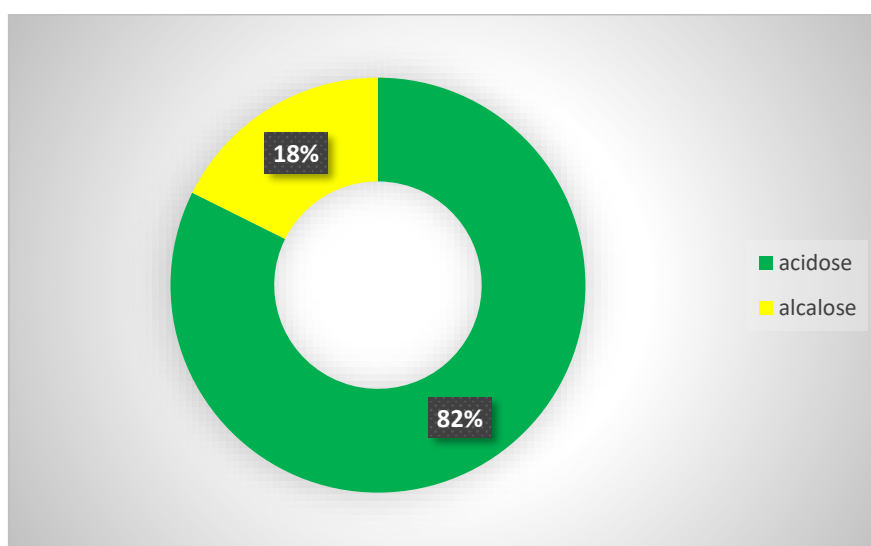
Répartition du pH des patients non monitorés par échocardiographie.
